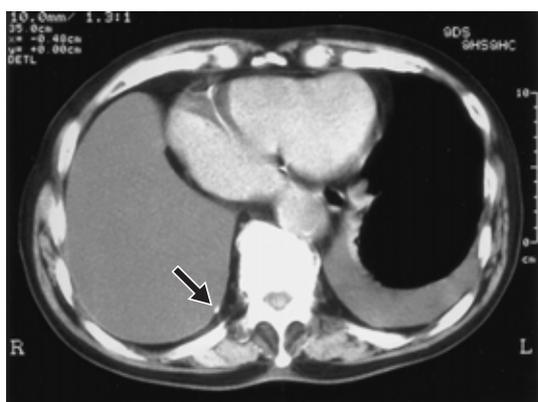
Chest CT films showing bilateral pleural effusions and calcification of the pleura ( ) No abnormal findings in the lung fields were noted.
